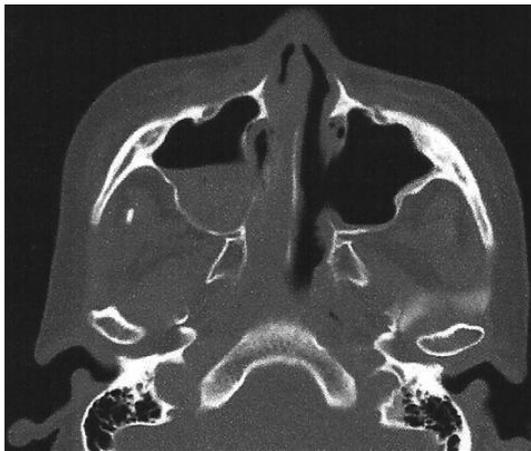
Postoperative-1-year axial CT scan shows left maxillary sinus hemangioma was totally removed and not recurred.
